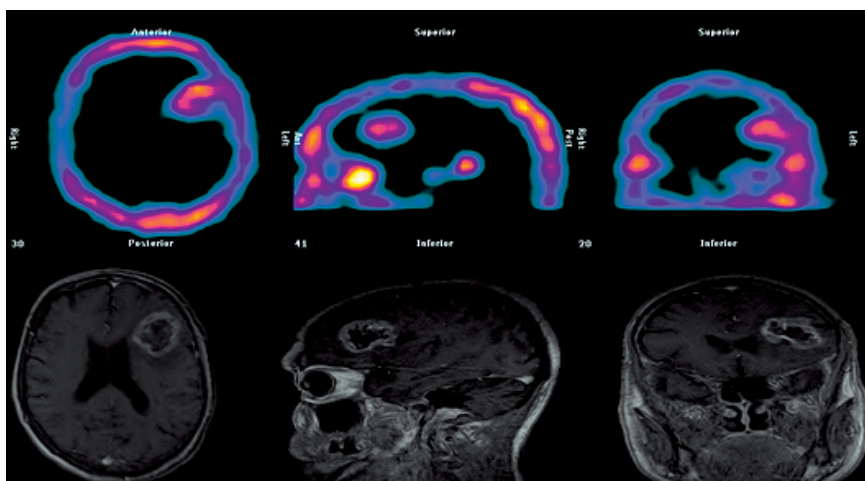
SPECT cerebral con MIBI e IRM T1. (Estudios Pre-operatorios).
